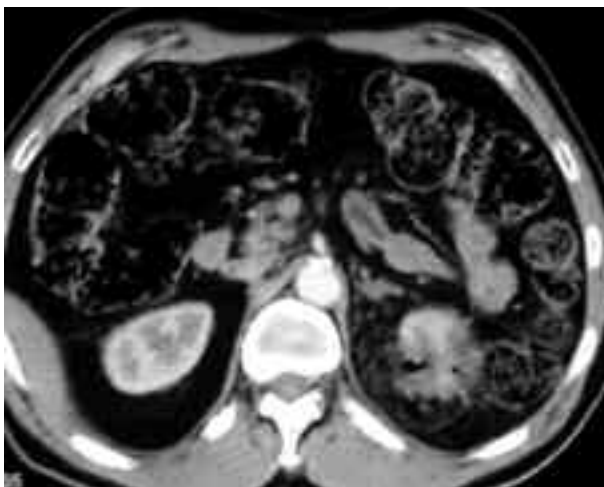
TC axial con contraste intravenoso. Oncocitoma tratado con radiofrecuencia. Irregularidad del contorno del polo superior del riñón izquierdo con imagen de aire en su interior y desflecamiento de la grasa perirrenal.
